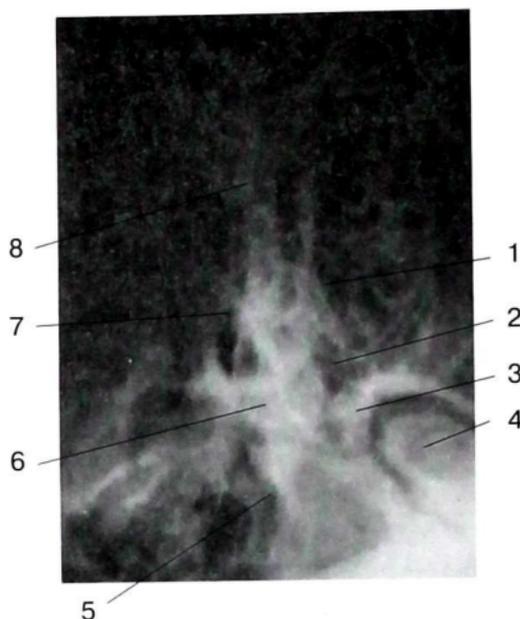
Обзорная рентгенограмма височных костей в укладке по Майеру: 1 — ячейки сосцевидного отростка; 2 — антрум; 3 — передняя стенка слухового прохода; 4 — височно-нижнечелюстной сустав; 5 — внутренний слуховой проход; 6 — ядро лабиринта; 7 — граница синуса; 8 — верхушка сосцевидного отростка
